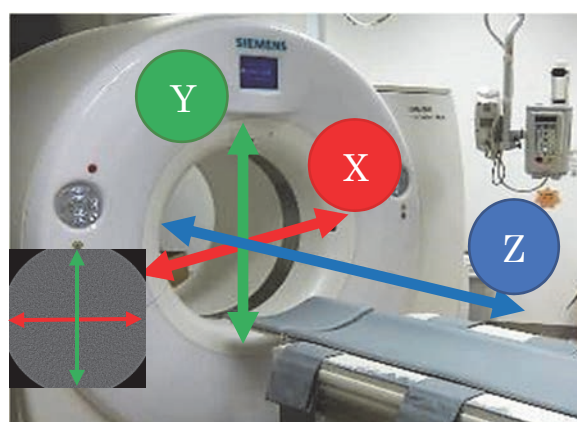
CT 画像(左下)・装置(中)における XYZ 方向
